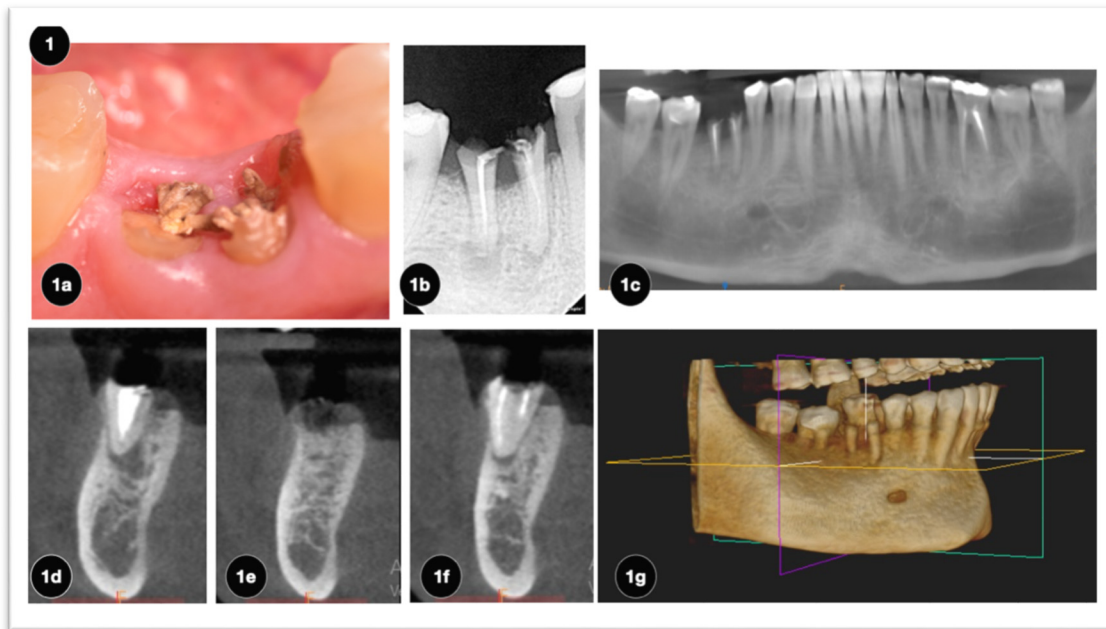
1a. Imagen clínica inicial. Presencia de resto radicular con material de obturación endodóntico y tejido carioso. Fenotipo gingival grueso. Papilas interproximales y dientes contiguos. 1b. Imagen radiográfica periapical cono paralelo zona 4.6. Imagen radio-opaca compatible con restos radiculares con septum grueso visible. Imagen radio-lúcida compatible con lesiones periapicales. Imágenes radio-opaca compatible con cresta ósea proximales. 1c, 1d, 1e, 1f. Panorámica mandibular, donde se observa la ubicación del 4.6. Cortes sagitales distal, medial y mesial. Observándose imágenes menos densas en zona apical de las raíces. Presencia de dehiscencia vestibulares en ambas raíces. Zona de septum íntegra. 1g. Reconstrucción tridimensional de la mandíbula. Observándose parámetro anatómico correspondiente a agujero mentoniano. Dehiscencias radiculares mesial y distal del 4.6.
